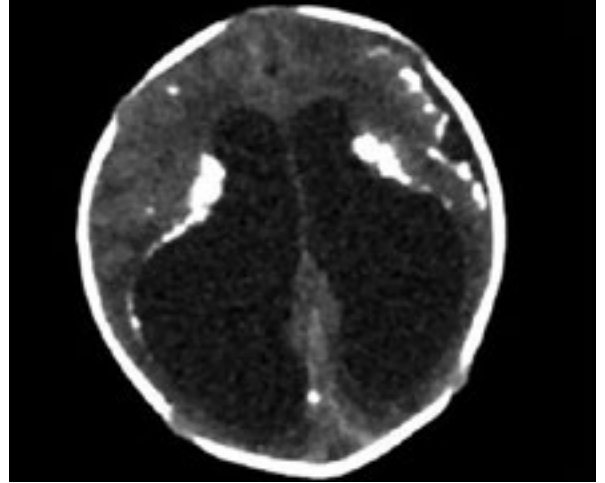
Obraz tomografii komputerowej głowy pacjenta – znaczne poszerzenie komór bocznych, zwapnienia w części korowej płatów czołowych z nasileniem po stronie lewej
